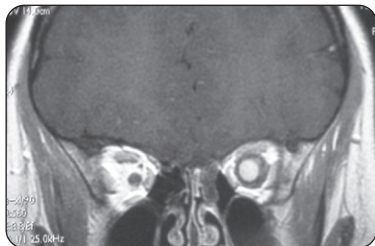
TDM en coupe coronale montrant épaissement et calcification du nerf optique gauche
